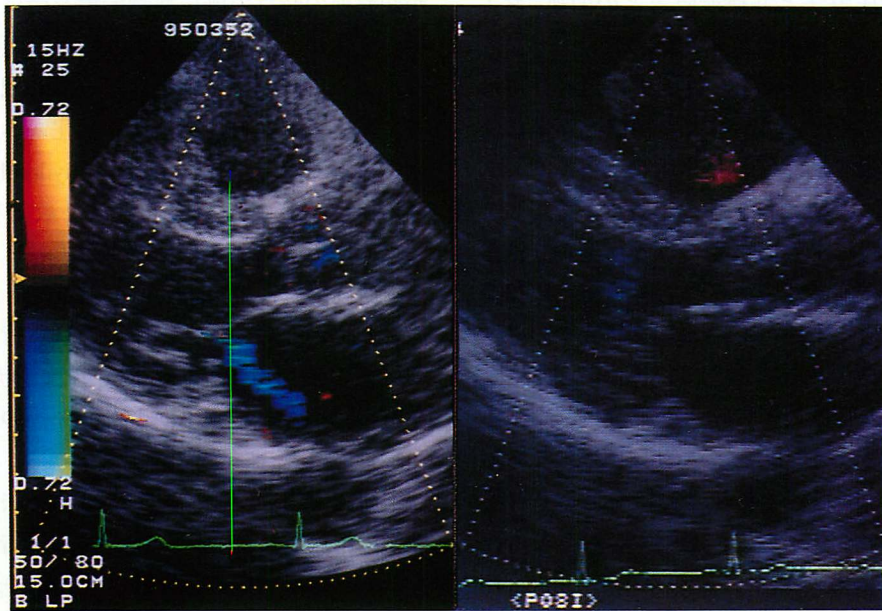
Color Doppler echocardiograms showing mitral valve regurgitation (grade III) before treatment with imidapril hydrochloride (left), and no mitral valve regurgitation after additional treatment with imidapril hydrochloride 5 mg/day (right), in a 54 year-old woman
